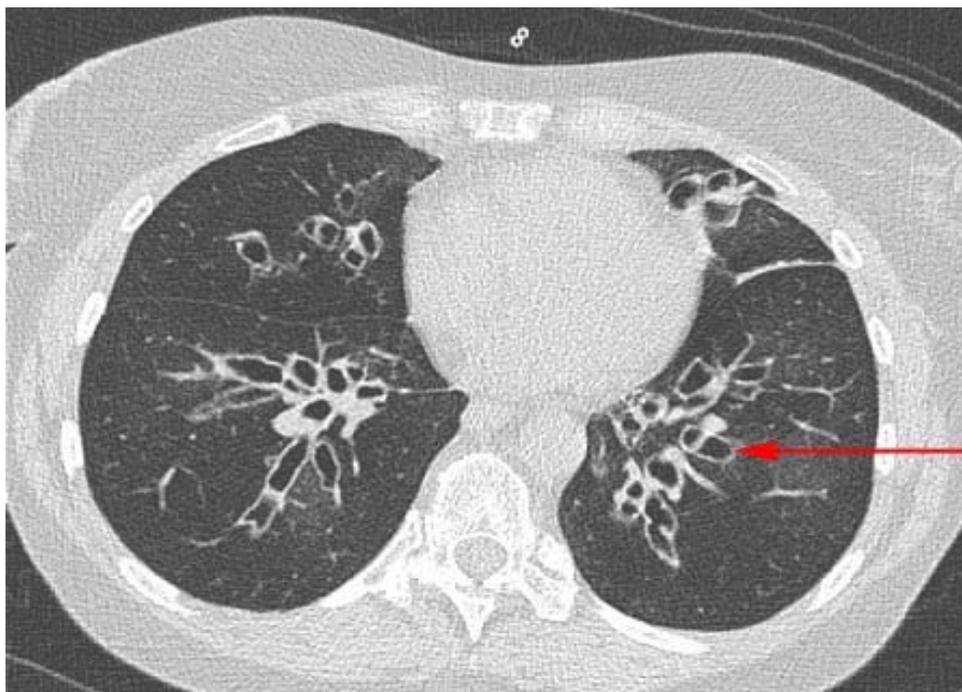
TDM thoracique, coupe axiale en fenêtre parenchymateuse montrant des bronchectasies diffuses de type kystiques et cylindriques avec épaissement péri bronchique.
